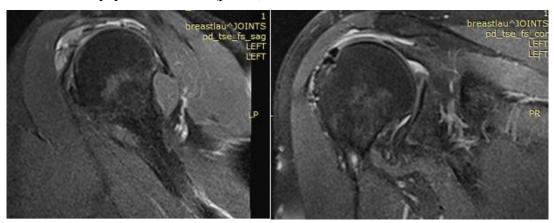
Магнитно-резонансная томография левого плечевого сустава через 6 месяцев после операции
